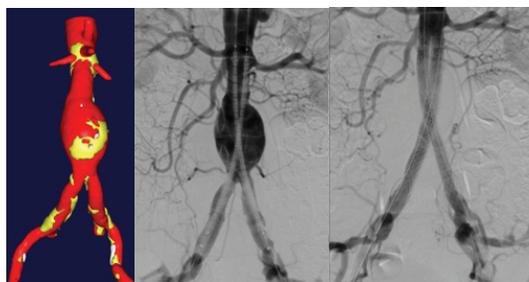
Tratamiento de un AAA estándar. a) TC con reconstrucción 3D pre-op.; b) Angiograma pre-op.; c) Angiograma post-op mostrando exclusión del aneurisma.
